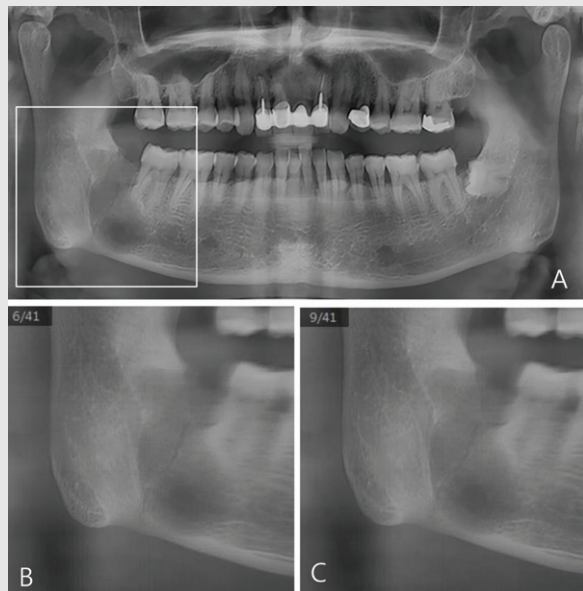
(A) A fracture line suspected in the right mandibular angle in the panoramic radiography(white box area). (B, C) Multi-layer panoramic view shows distinct fracture line.
